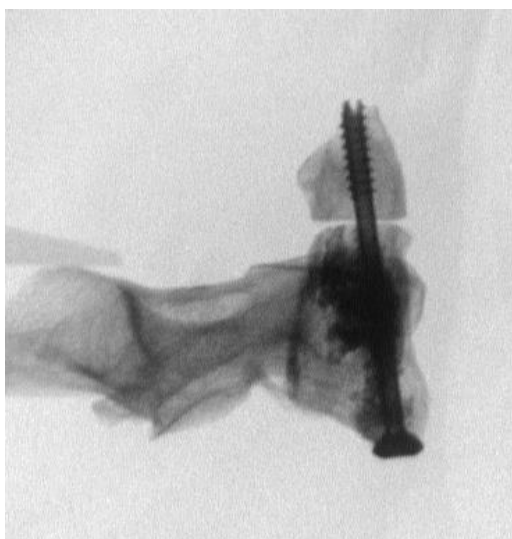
Fixace arteficiální zlomeniny dentu C2 kanylovaným tahovým šroubem o průměru 3,5 mm se závitem o délce 12mm, RTG snímek; *a* – boční pohled, *b* – zadopřední pohled
